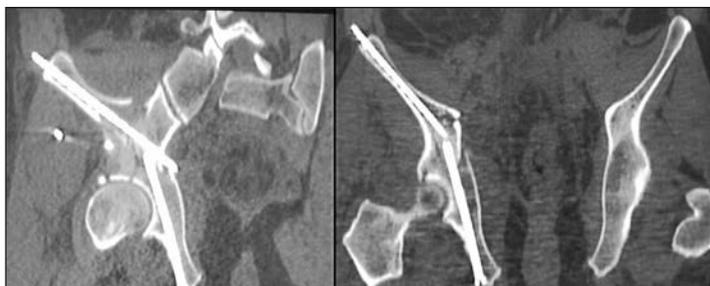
КТ после операции
